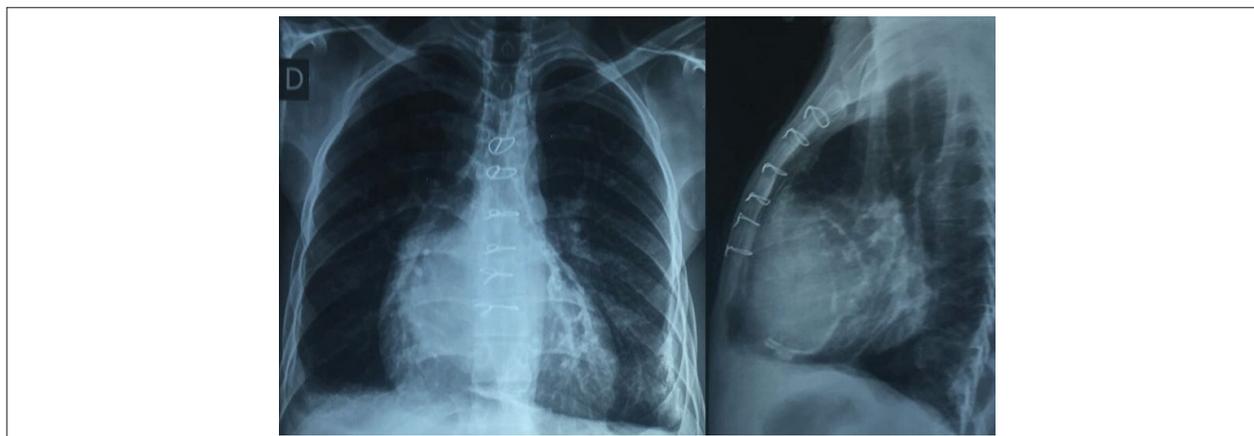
Radiografias de tórax pósterio-anterior e lateral revelando calcificação pericárdica.
